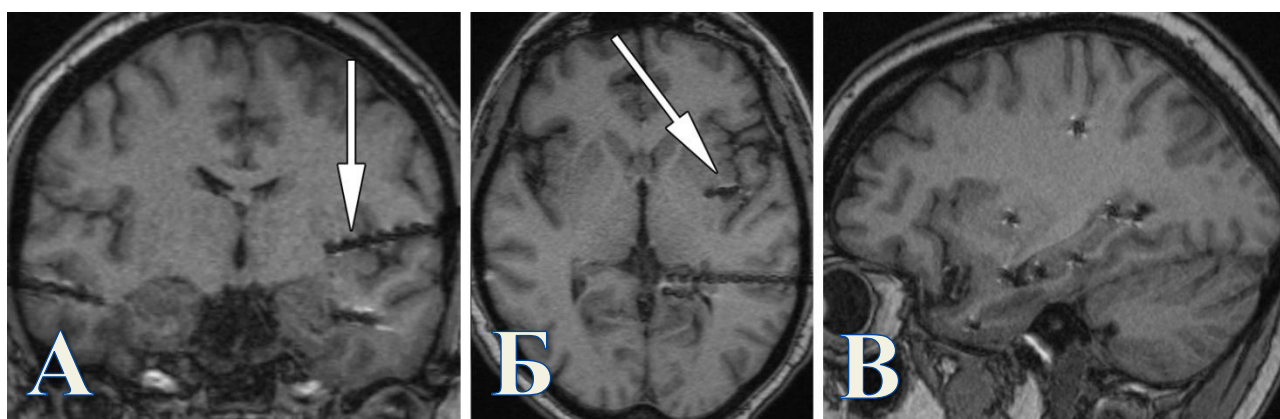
Определение истинного положения электродов на основании МРТ головного мозга в последовательности T1-ВИ после их имплантации пациентке М. Стрелками обозначен инсулярный электрод, конец которого незапланированно расположен в подкорковых ядрах слева (1 тип мальпозиции). А. Коронарная проекция. Б. Аксиальная проекция. В. Сагиттальная проекция.
